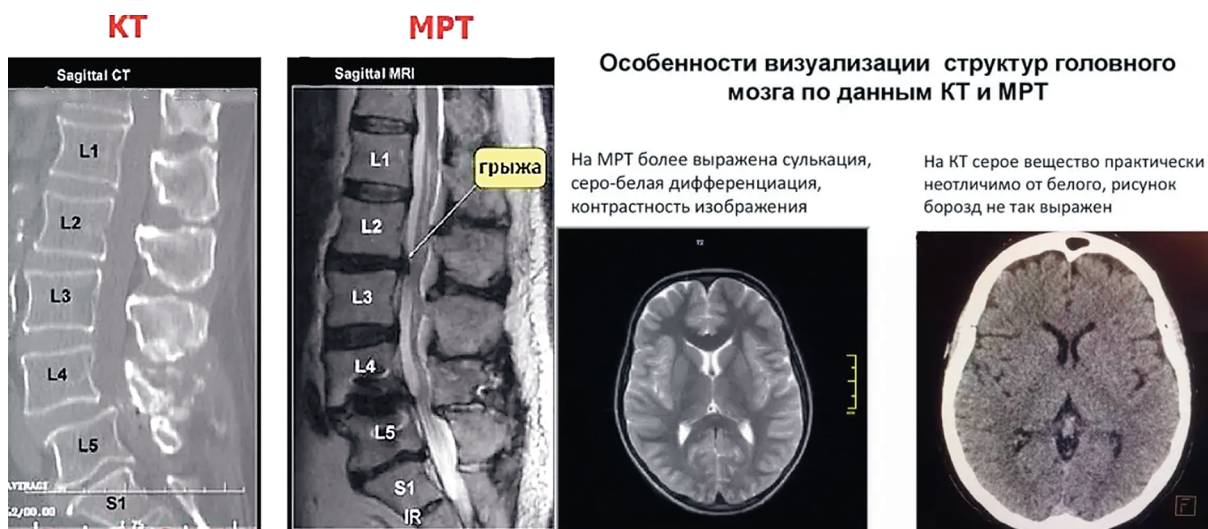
Сравнительная характеристика изображений, полученных на КТ и МРТ: слева — поясничного отдела позвоночника в сагиттальной проекции; справа — головного мозга в аксиальной проекции [22]
